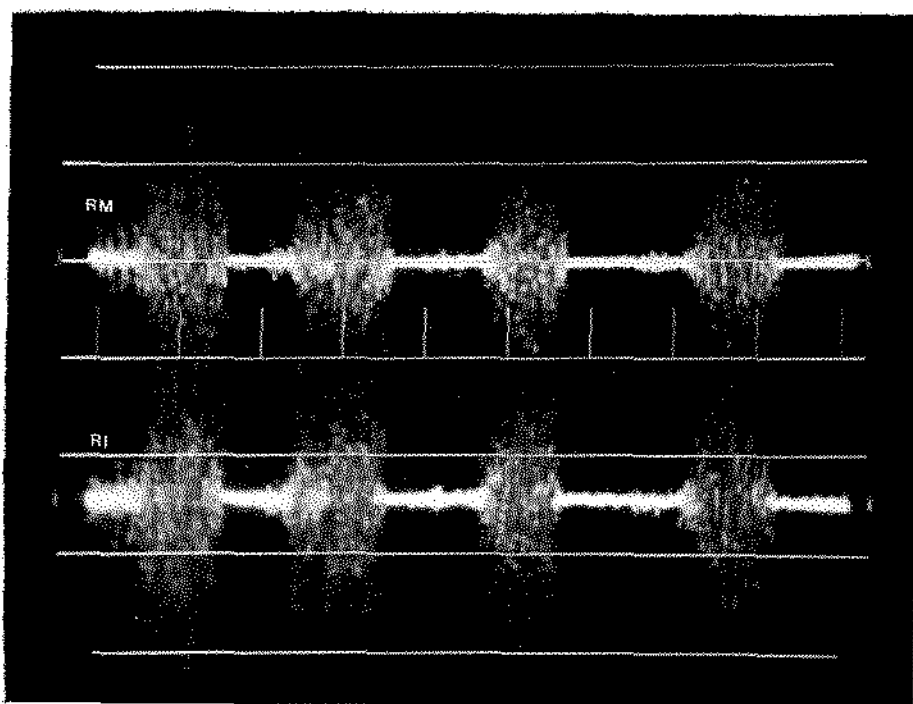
E.M.G. do m. masseter direito de indivíduo portador de maloclusão Classe I de ANGLE, mostrando atividade forte nas regiões média (RM) e inferior (RI), durante a mastigação incisiva. Calibração 200 μ V e velocidade do feixe 370ms/div.
